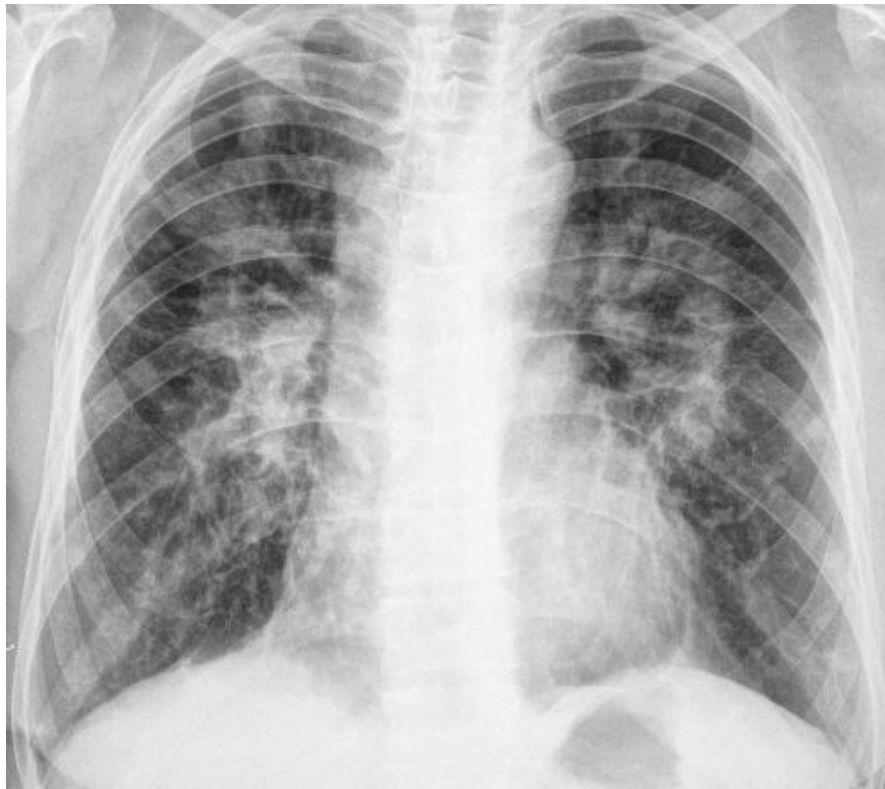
Оглядова рентгенограма органів грудної порожнини хворої М.
